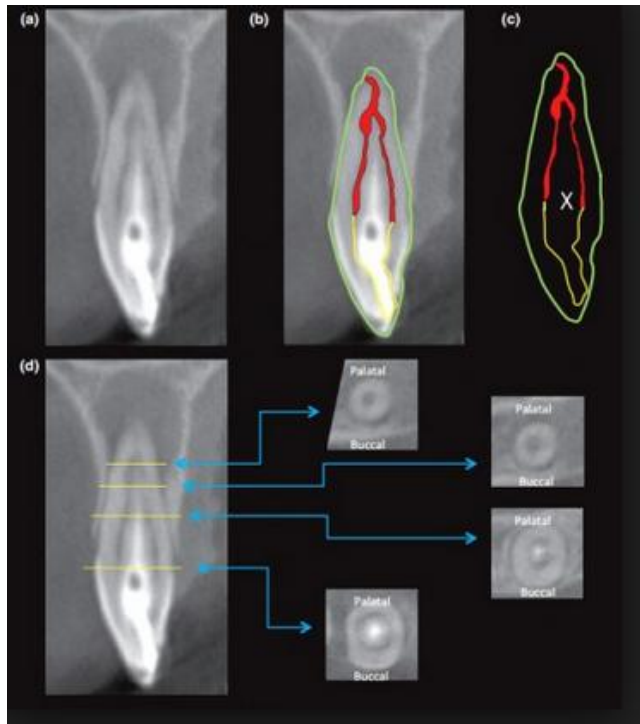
Tomografía Computarizada de Endodoncia
